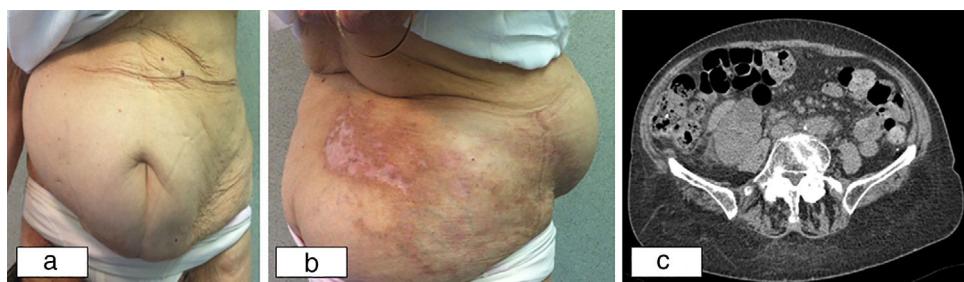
Mujer de 82 años con una pseudohernia postherpética. Fig. 1a: visión frontal, protrusión de la pared abdominal en el flanco derecho; Fig. 1b: visión lateral, protrusión de la pared abdominal y erupción herpética; Fig. 1c: TC abdominal que confirma la ausencia de orificio herniario.
